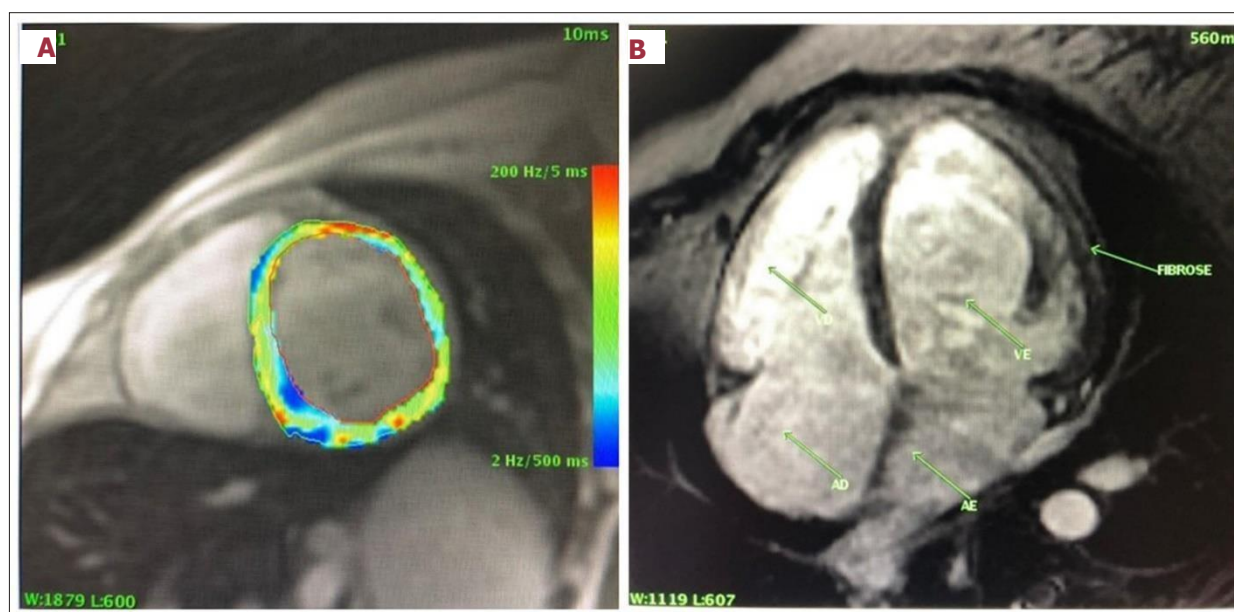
Cardiac magnetic resonance imaging with significant iron deposition. (A) T2 *map shows the accumulation of iron, with an estimated value of 9.5 ms. (B) Late enhancement sequence showing mesocardial fibrosis in the lateral wall of the left ventricle.
